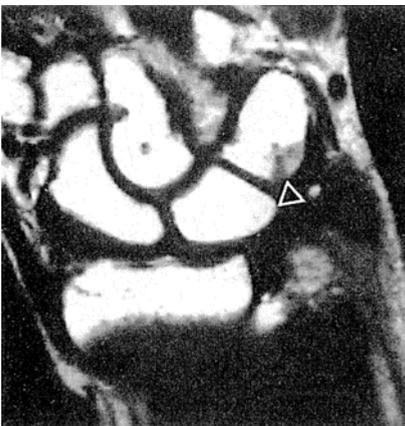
MRI in Radialduktion: Verlagerung der Fibrocartilago und der Styloidspitze nach radial distal. Verschmälerung der Fibrocartilago. – Abbildung 6b. MRI in Neutralstellung: Radialverlagerung und Verbreiterung der Fibrocartilago. – Abbildung 6c. MRI in Ulnarduktion: Kompression der verlagerten Fibrocartilago durch das Triquetrum. – Abbildung 6d. MRI: Knochenmarksödem im Dreiecksbein als Ausdruck des ulnaren Impingements.
